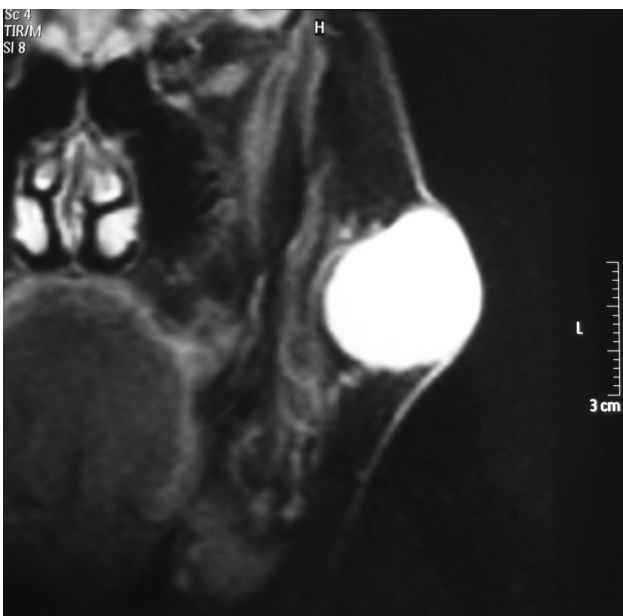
Resonancia magnética con contraste.
